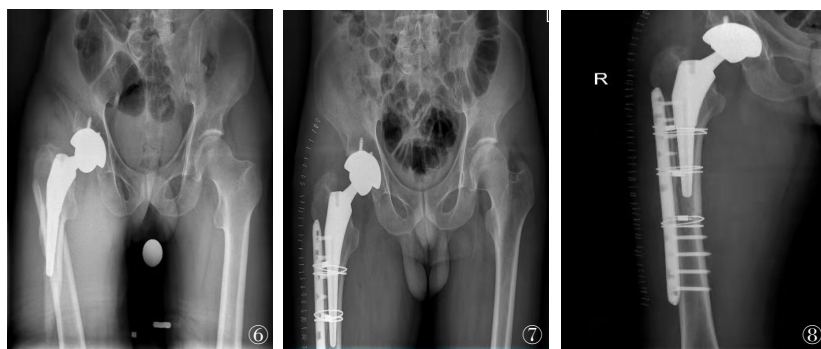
~8 患者冯某某,男,50岁,右侧全髋关节置换术后假体周围骨折(B1型),股骨柄周围骨折,假体无松动,骨量良好,给予锁定钢板(假体近端单皮质螺钉固定,假体远端双皮质螺钉固定)结合钛缆捆绑固定。图6 右侧假体周围骨折(B1型);图7 术后骨盆平片;图8 术后右股骨近端正位片
